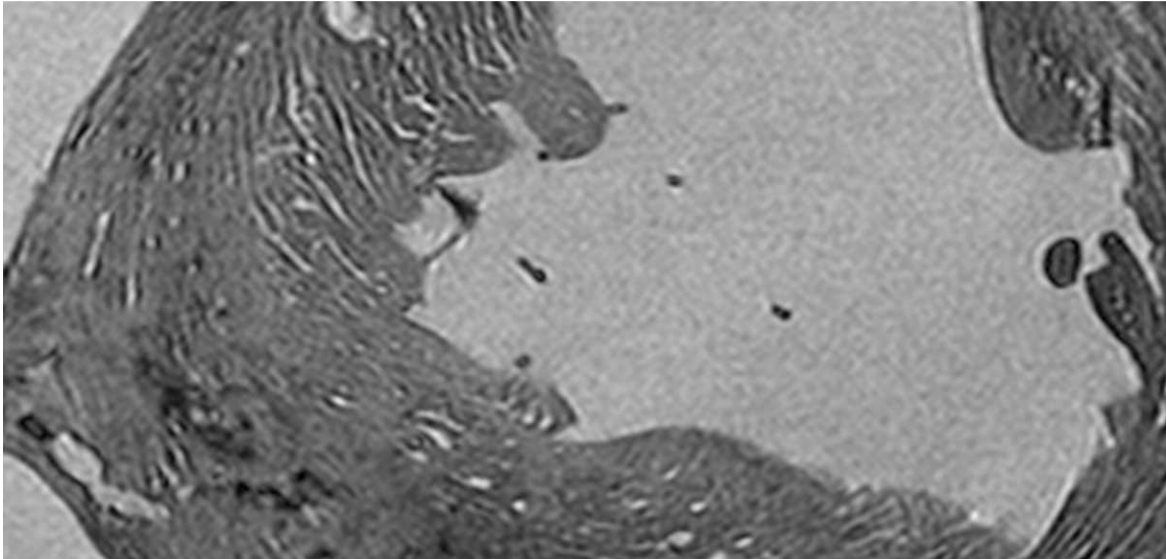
MRT eines Hasenherzens, aufgenommen ex vivo mit 1,5 Tesla. Das Bild wurde 3-fach vergrößert, eine makroskopische Geweborientierung kann an manchen Stellen angenähert werden, eine mikroskopische Identifizierung der Faserorientierung inklusive Detektion einzelner Zellen oder Zellkerne ist nicht möglich (Plank et al., 2009).
